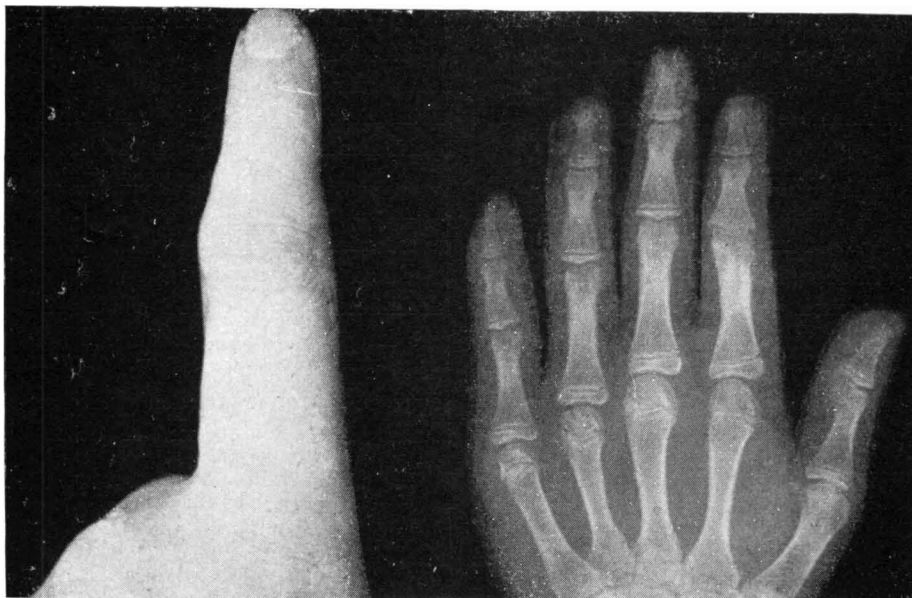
Resultado postoperatorio del caso núm. 10: a) Fotografía en la que se puede observar la normalización del dedo índice tras la intervención. b) Radiografía postoperatoria en la que tras la resección del *nidus* se observa la disminución de la esclerosis de la primera falange.
